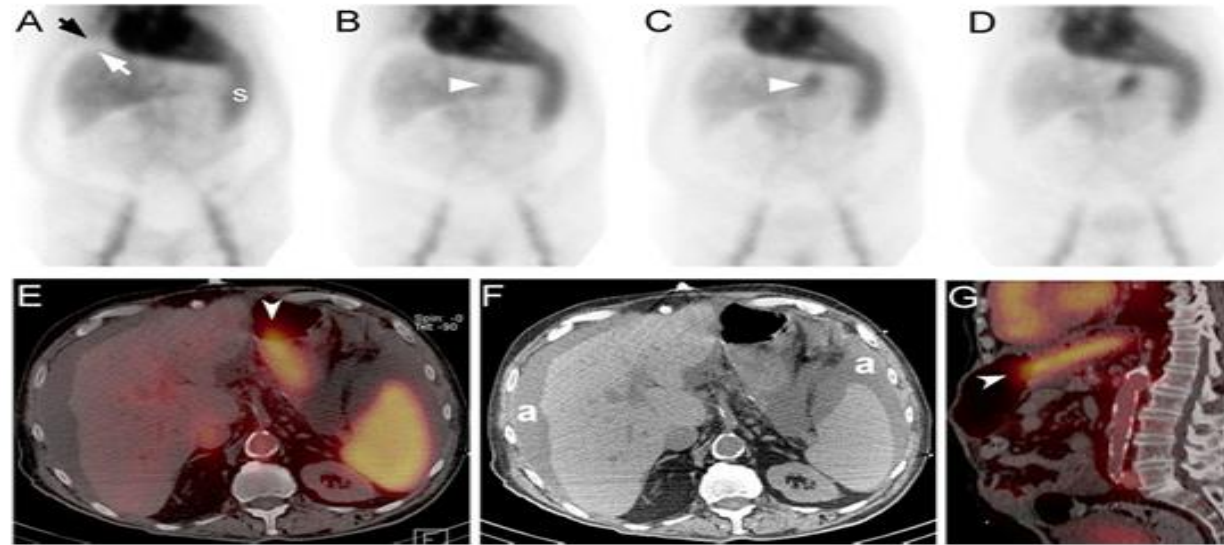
A patient with liver cirrhosis developed melena. Nasogastric tube aspirate was negative. (A) The red blood cell (RBC) bleeding scan immediately postinjection (p.i.) showed photopenic rim from the right heart border where it is clearly seen between the liver edge (white arrow) and warm activity along the parietal peritoneum (black arrow). This photopenic rim descends to the pelvis and from there it ascends along the left paracolic gutter to the splenic(s) border. This is typical appearance of peritoneal effusion. (B) At 24 minutes p.i. there is subtle new activity along the left medial liver edge (white arrowhead). (C) It becomes clearly defined at 54 minutes p.i., but without significant progression. (D) On 90 minutes p.i. image, the same finding is even more distinct, but stable in configuration. Differential diagnosis included gastric fundus hyperemia vs slow bleeding. (E) SPECT/CT fusion image showed the activity in the gastric fundus lumen with some exiting into the gas-distended, more distal portion (arrowhead with concave base), favoring slow bleeding. (F) CT showed ascites (A) in the same areas as on the immediate RBC bleeding scan. The liver edges are nodular, consistent with cirrhosis. (G) Sagittal SPECT/CT confirms activity in the fundus lumen that extends into the gas-filled part of the gastric body (arrowhead with concave base). Endoscopy discovered a blood-oozing polyp that was removed and showed benign features.
